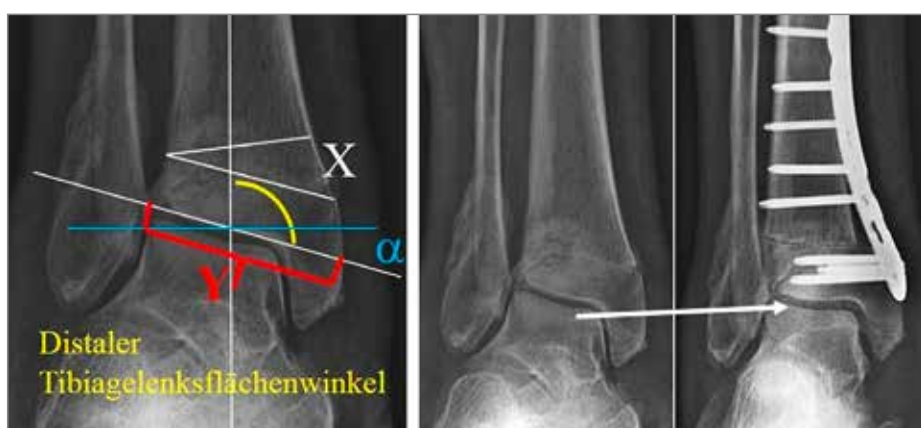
Planung einer supramalleolären Umstellungsosteotomie (links), prä- und postop. Röntgen (rechts)
